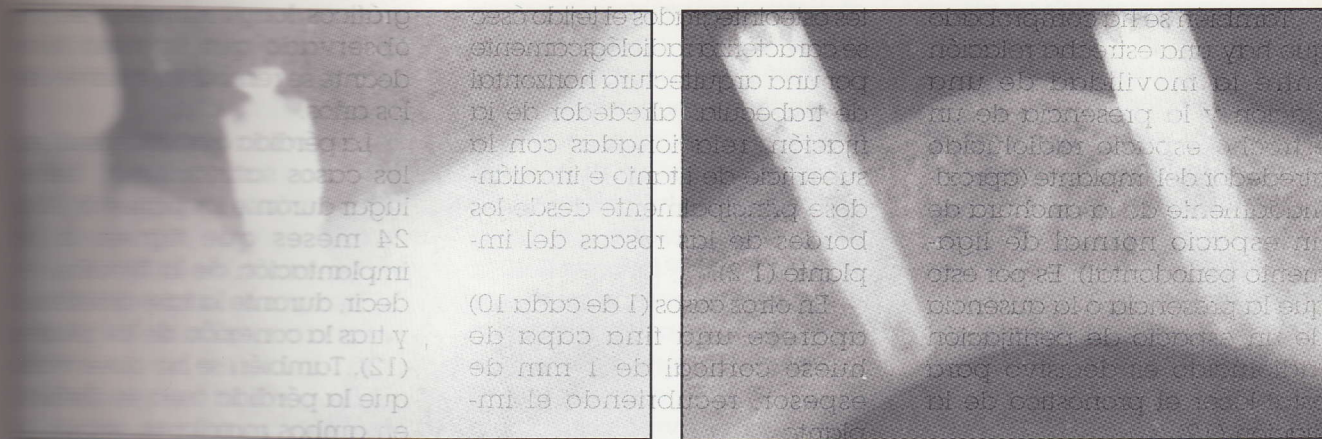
Radiografía de dos implantes osteointegrados. No se observa ningún área radiolúcida.
